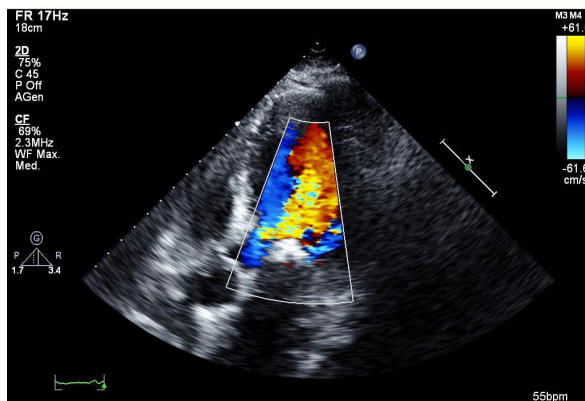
Ecocardiogramma color-doppler che mostra rigurgito di sangue in ventricolo sinistro
